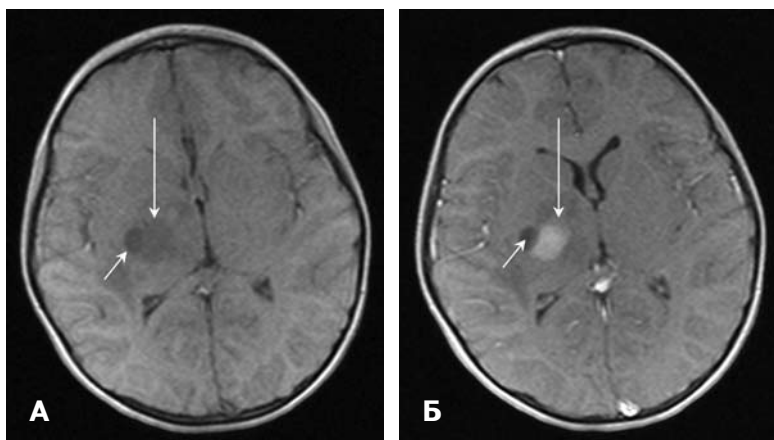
Глиома правой височно-подкорковой области. МРТ до проведения ПБ и лечения.
